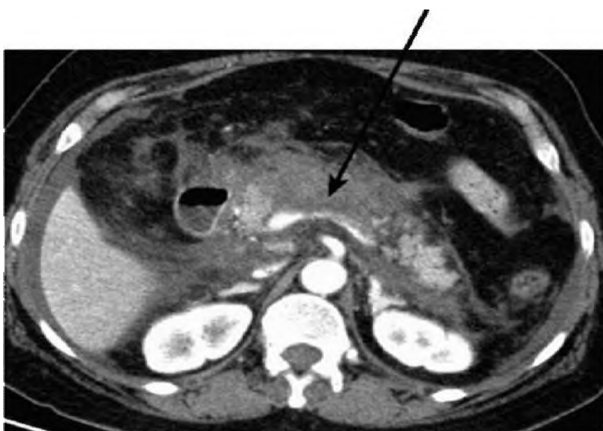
Больной А. КТ с внутривенным контрастированием. Острый панкреатит. Отмечаются увеличение железы в объеме, инфильтрация перипанкреатической клетчатки, небольшие скопления жидкости по периферии железы. Большая часть железы не контрастируется (стрелки) и имеет низкую плотность, что свидетельствует о развитии панкреатонекроза
